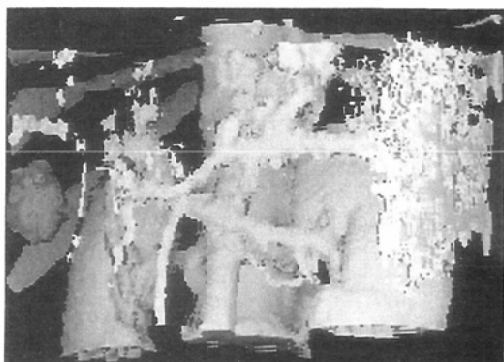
Three-D images of hepatocellular carcinoma obtained by helical scanning CT (64-year-old-male)
